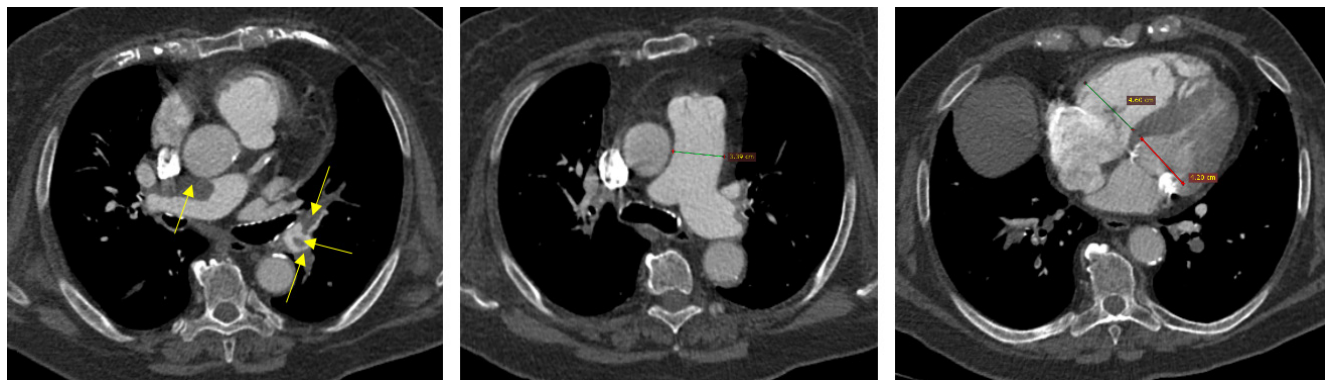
Пациент 3. КТ-АПГ, MPR-реконструкции в аксиальной плоскости.
